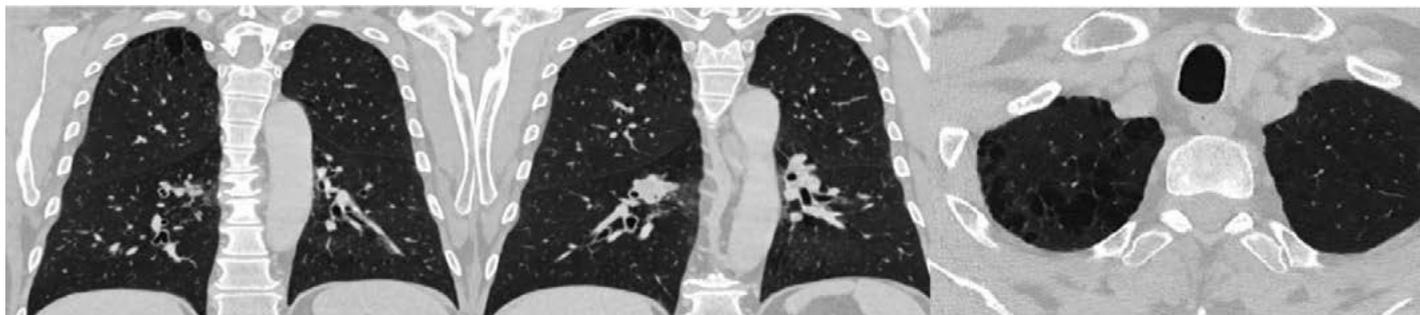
Буллезные изменения верхних долей легких на различных срезах при МСКТ органов грудной клетки
